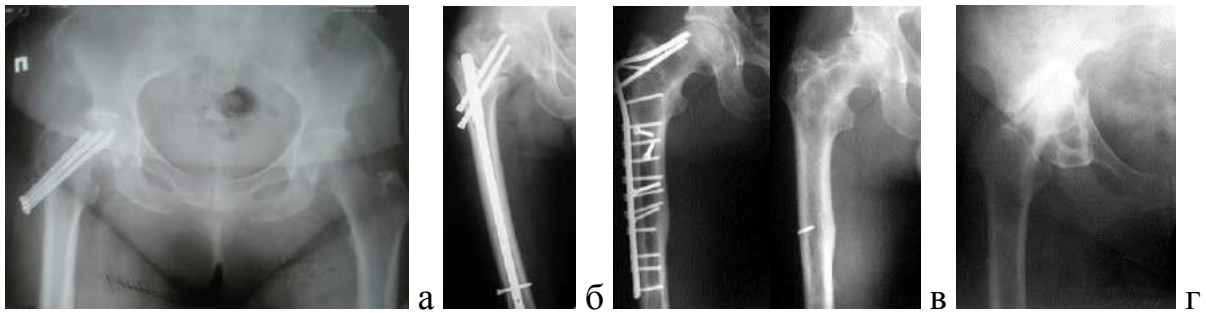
Рентгенологическая картина при ПТП; а) ♀, 64 г., диагноз: ложный сустав шейки правого бедра, состояние после остеосинтеза канюлированными винтами; б) ♂, 58 лет, диагноз: ложный сустав шейки правого бедра, состояние после остеосинтеза реконструктивным стержнем; в) ♂, 37 лет, диагноз: посттравматический ОА правого ТБС; состояние после остеосинтеза Г-образной пластиной; в) ♀, 51 г., посттравматический ОА правого ТБС
